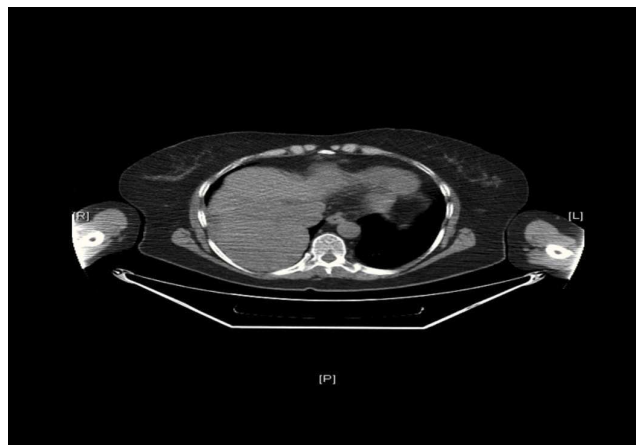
Tomografía computarizada de tórax: masa en la mitad inferior del tórax derecho bien delimitada.
